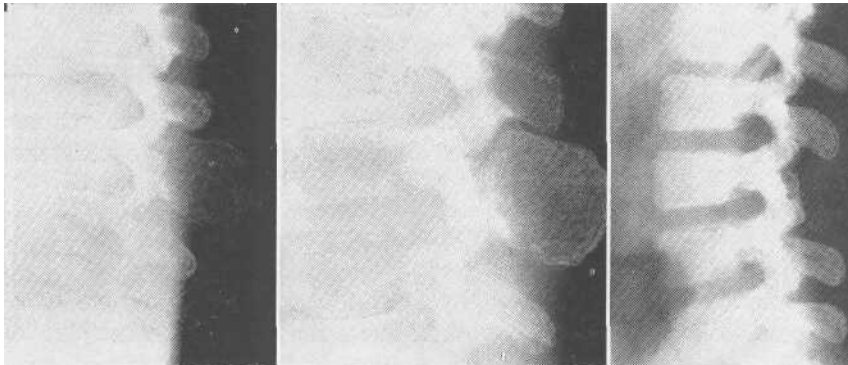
a) Radiografia del rachide lombare al momento del ricovero in Ospedale: è evidente, per quanto abbastanza radiotrasparente, la massa neoplastica che ha rigonfiato l'apofisi spinosa della 3^a vertebra lombare; b) lo stesso caso nell'esame radiografico a maggior ingrandimento; c) dopo l'intervento; non è più visibile l'apofisi spinosa asportata assieme alla massa neoplastica
